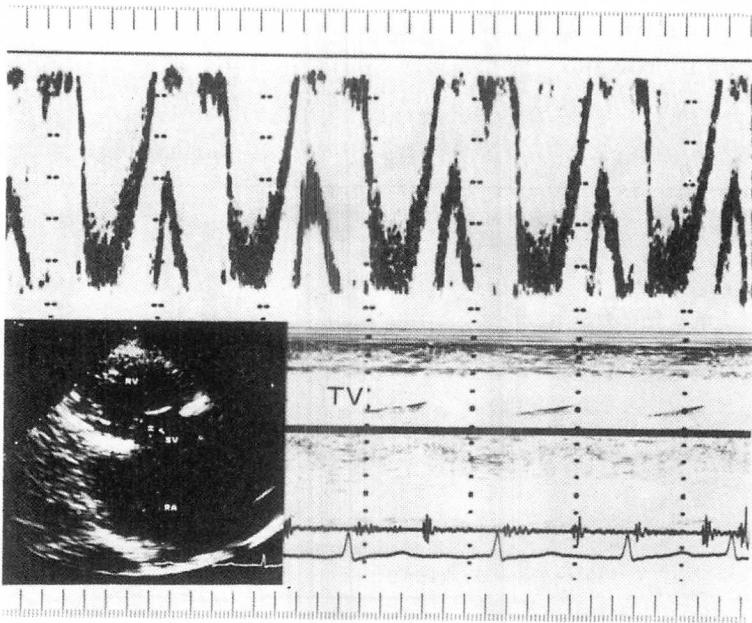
Pulsed Doppler echocardiogram from a patient with silent severe tricuspid regurgitation.
